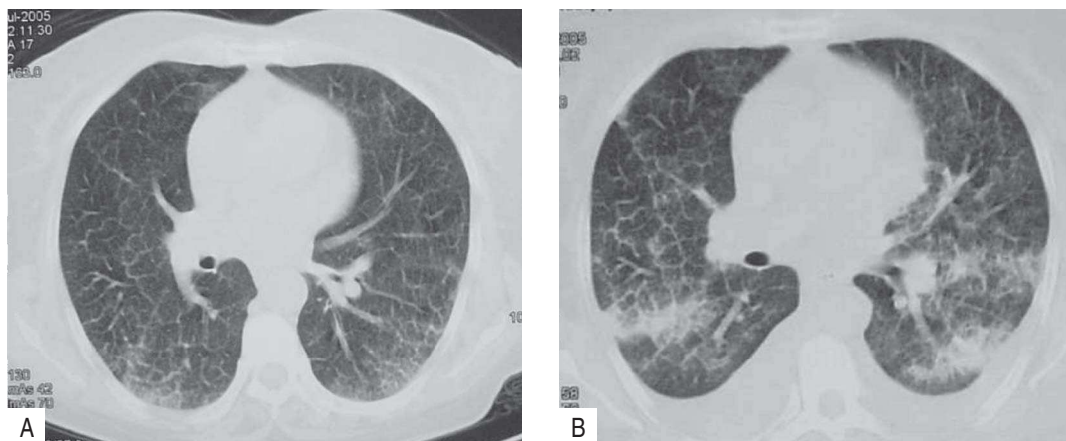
(A e B) – Cortes de TC torácica realizada dois meses após o início das queixas com manutenção do padrão septal, agravamento do vidro despolido e derrame pleural bilateral
